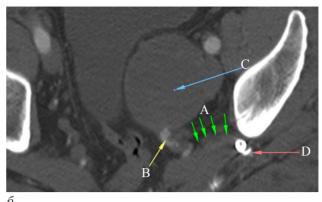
МСКТ-ангиография через 1 месяц: а – 3D-реконструкция; б – аксиальный срез. Стрелки А указывают ход передней, стрелка В – задней порций левой ВПА. Аневризматический мешок левой ВПА (стрелка С). Визуализируется миграция спиралей в дистальное русло (стрелка D)
